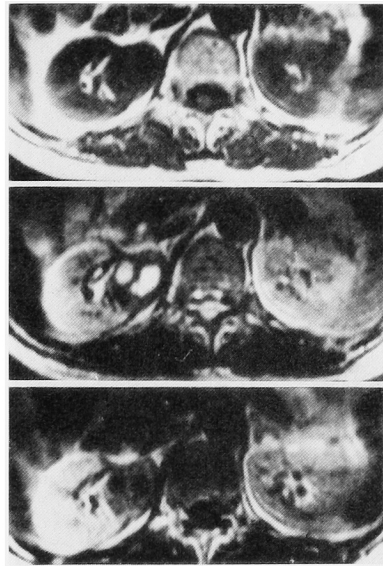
Magnetic resonance imaging (MRI) of the congenital mesoblastic nephroma. The solid mass and the cyst fluid in the right kidney appear at the same low intensity area on the upper T1 weighted image. On the T2 weighted image in the middle the cystic lesions in the solid mass appear as an enhanced mass in comparison to the adjacent cystic lesions.
